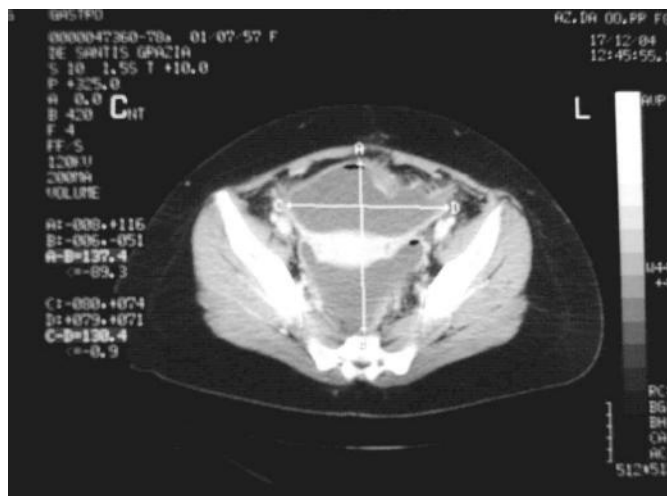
Immagine TC di raccolta endoaddominale purulenta pelvica presente in donna di 47 anni affetta da diverticolite. Si osserva voluminosa raccolta saccata, irregolare, di almeno cm 14x12x12 che occupa i quadranti inferiori, inglobando l'utero, disponendosi nel recesso retto-uterino e dislocando anteriormente utero e vescica. Tale raccolta mostra prevalente contenuto liquido, soprafluido, con minima componente aerea contestuale. Il sigma mostra aspetto nettamente spastico con alcuni piccoli diverticoli.
